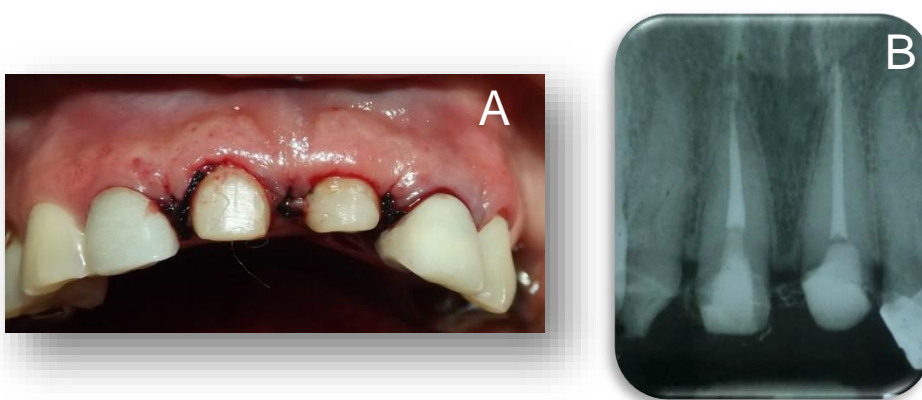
A) Imagen postoperatoria y reconstrucción coronaria del O.D. 11 y 21; B) Radiografía periapical del tratamiento de conductos y reconstrucción coronaria finalizados de los O.D. 11 y 21.
